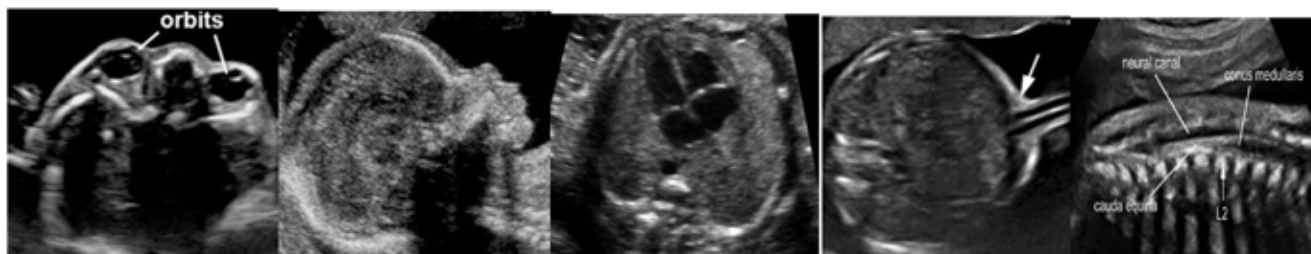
Ejemplos de estructuras anatómicas en ecografía obstétrica de semana 20.
